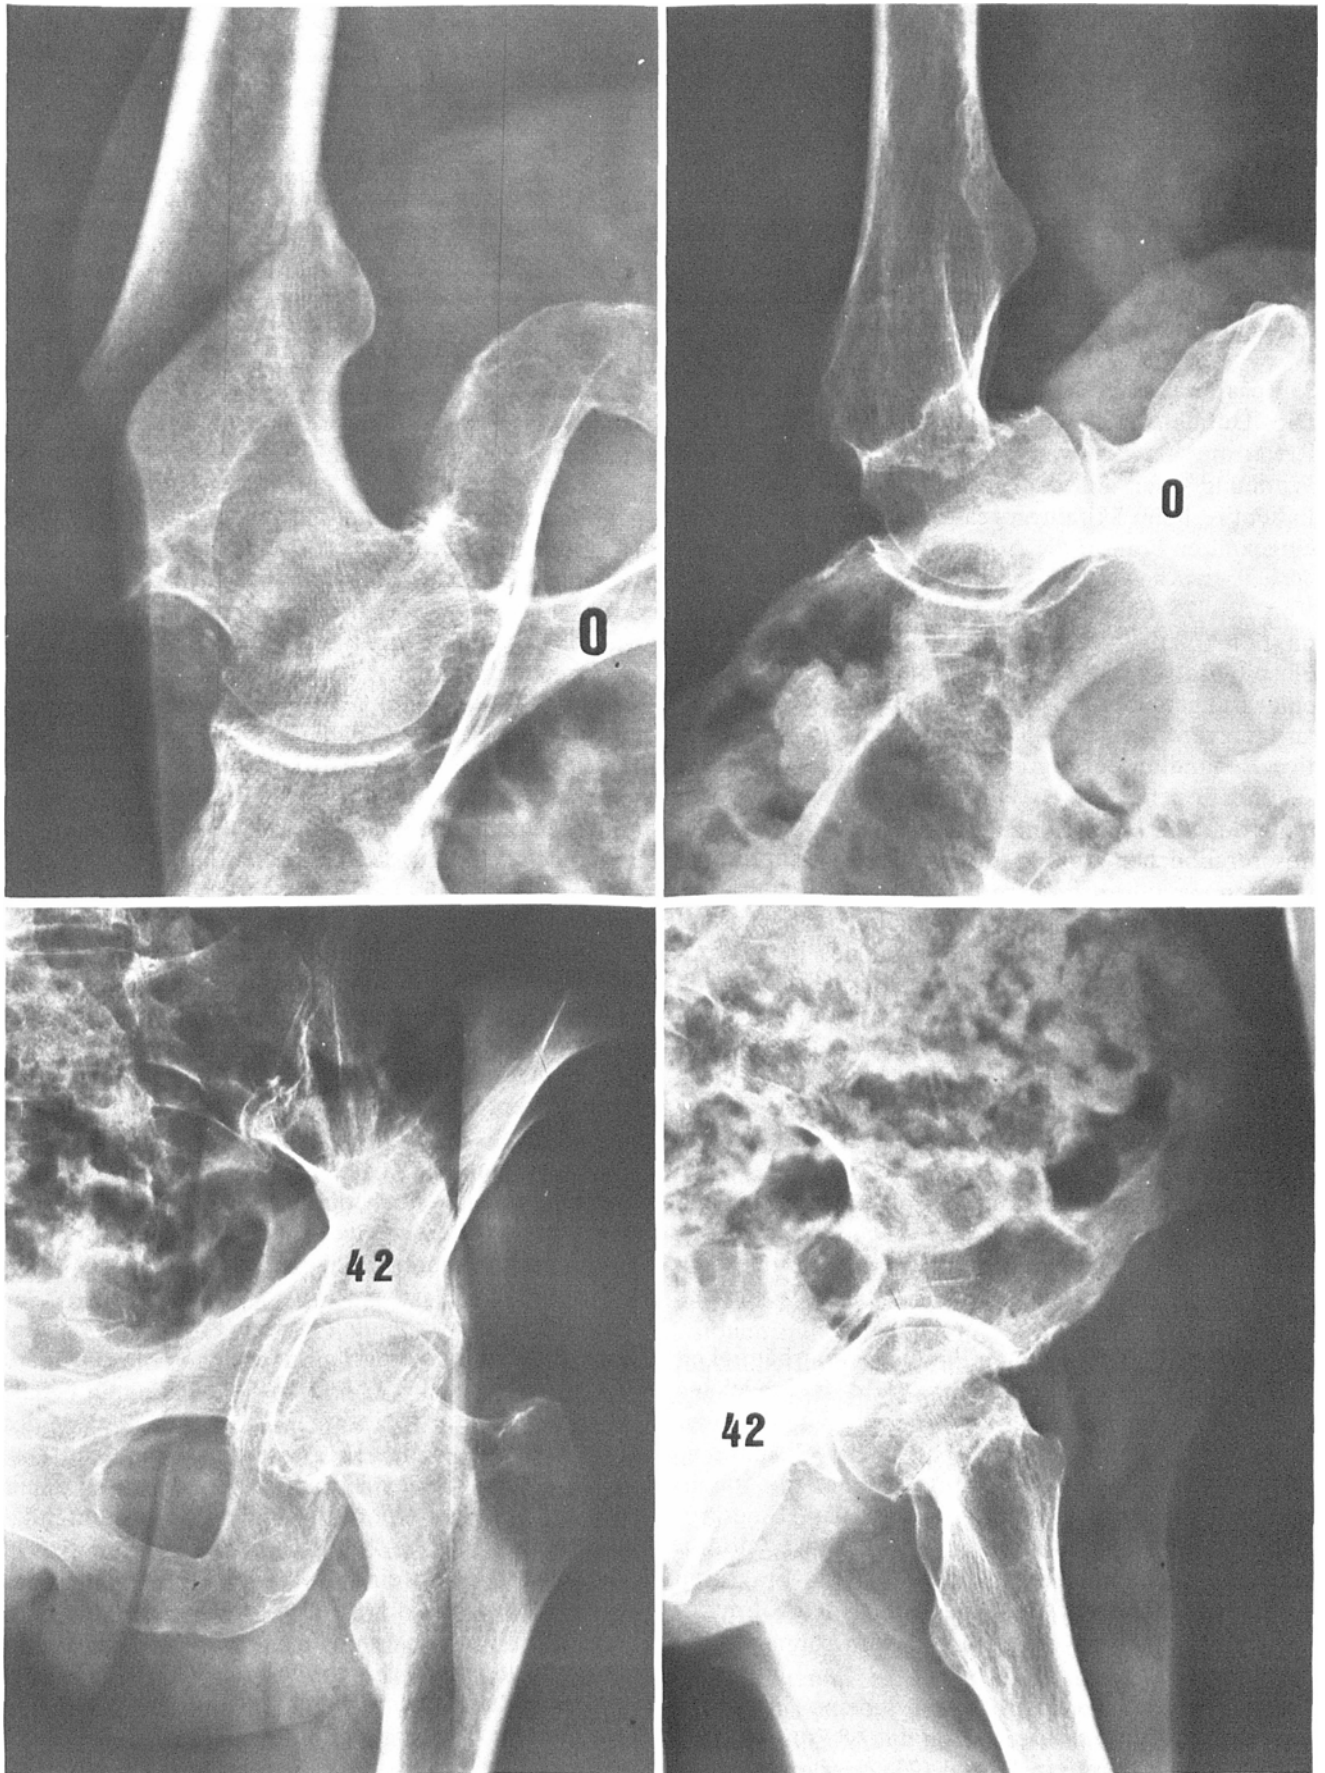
74jährige Patientin mit Schenkelhalsabduktionsfraktur Typ B1. 3. Unfallröntgenbilder und Kontrollaufnahmen 42 Wochen nach dem Unfall. Trotz einer Dorsalkippung von 30° ist die Fraktur in unveränderter Stellung geheilt.
